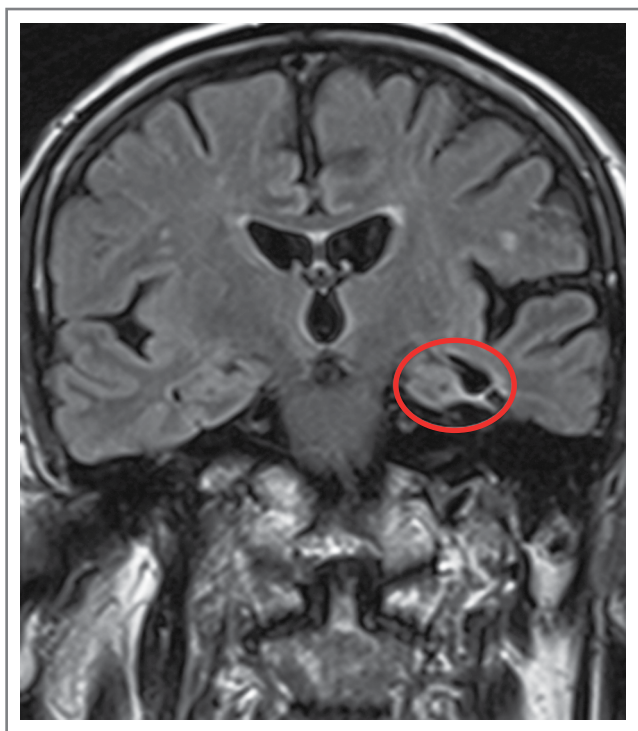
МР-томограмма ГМ, фронтальная проекция. МР-признаки атрофии МВД слева, хориоидальная щель расширена, толщина гиппокампа снижена.
